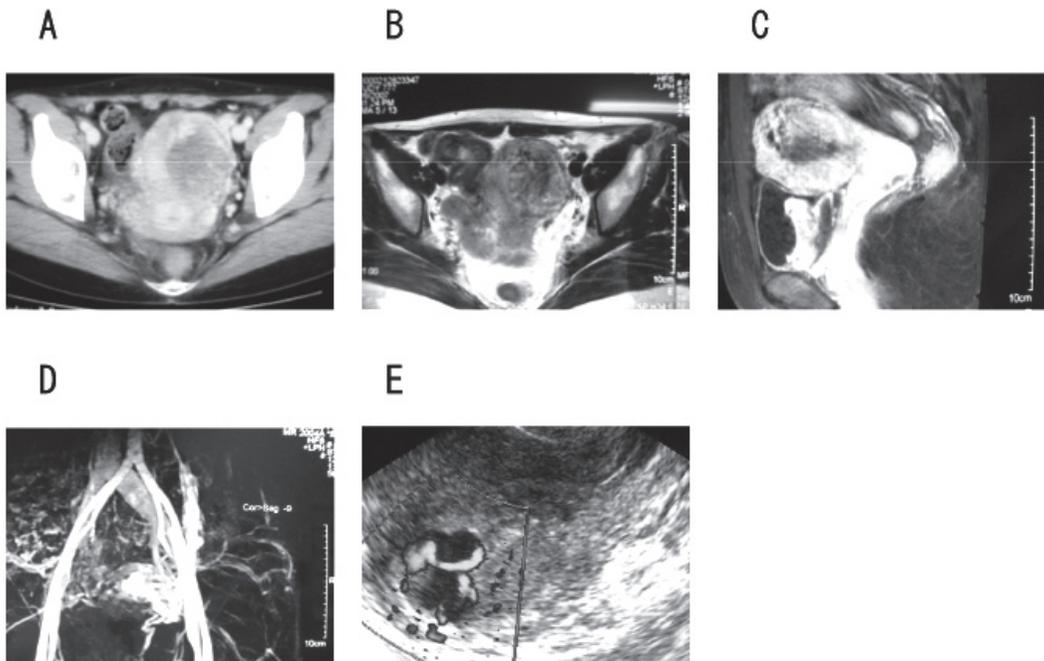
A；治療前造影CT。子宮体部左側筋層内に腫瘍がみられる。
